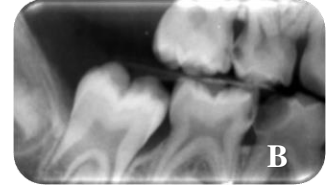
A. Geleneksel yöntem uygulanacak sağ alt birinci süt azı dişinin başlangıç ağız içi görüntüsü, B. Geleneksel yöntem uygulanacak sağ alt birinci süt azı dişinin başlangıç bite-wing radyografisi
